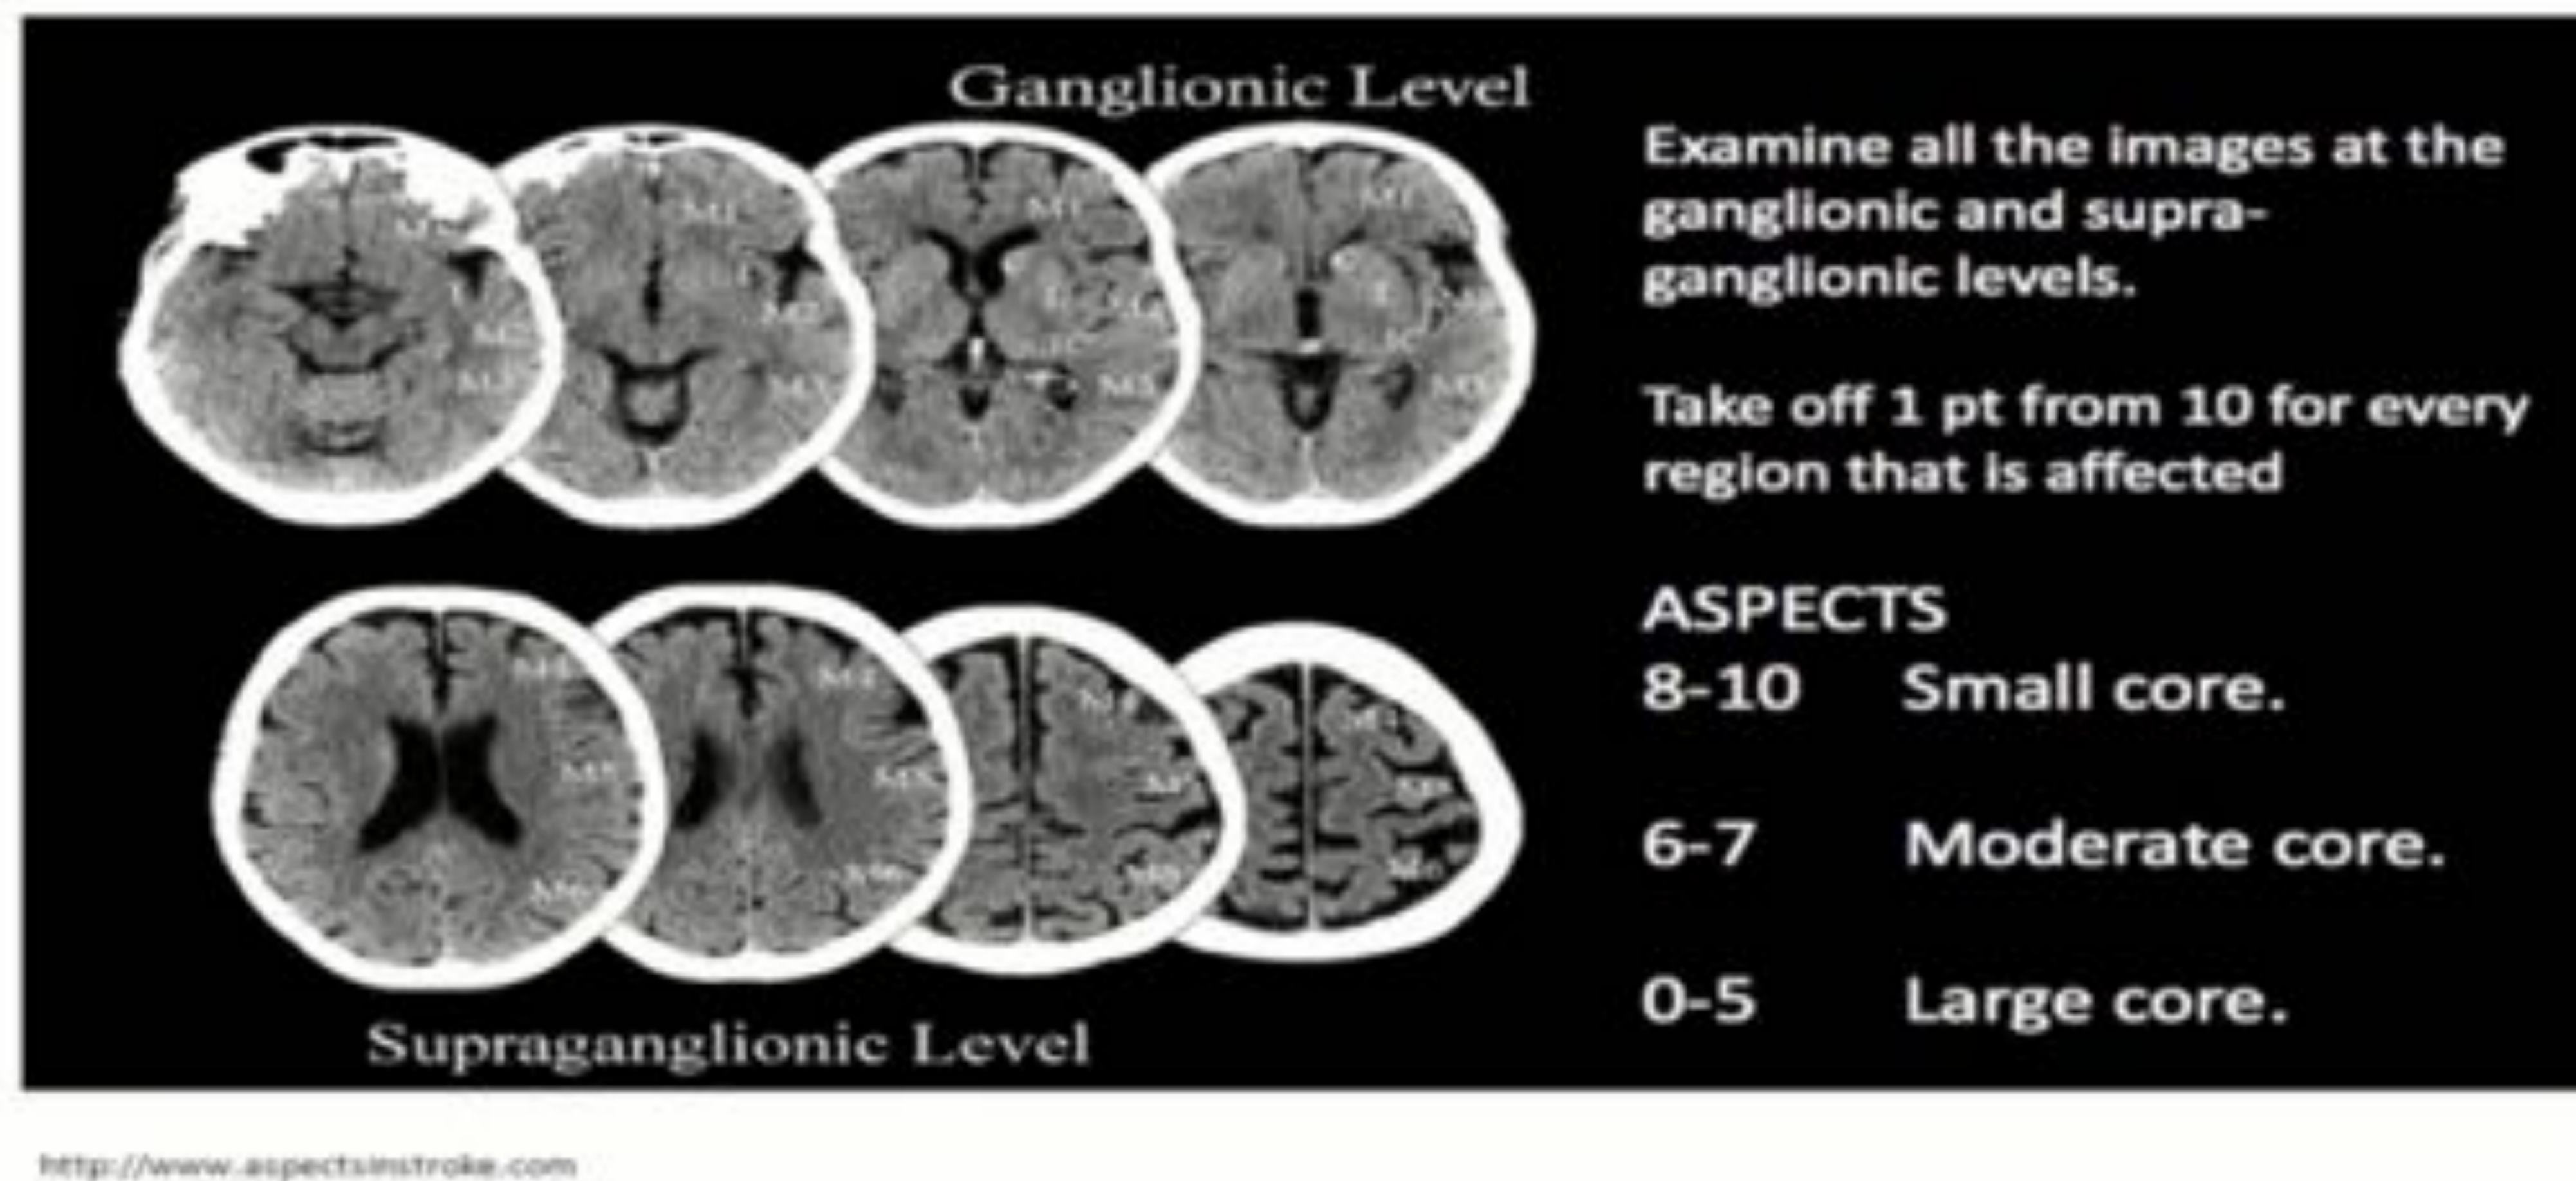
Escala ASPECTS. Mapa de territorios. (ASPECTS In Stroke)³.
